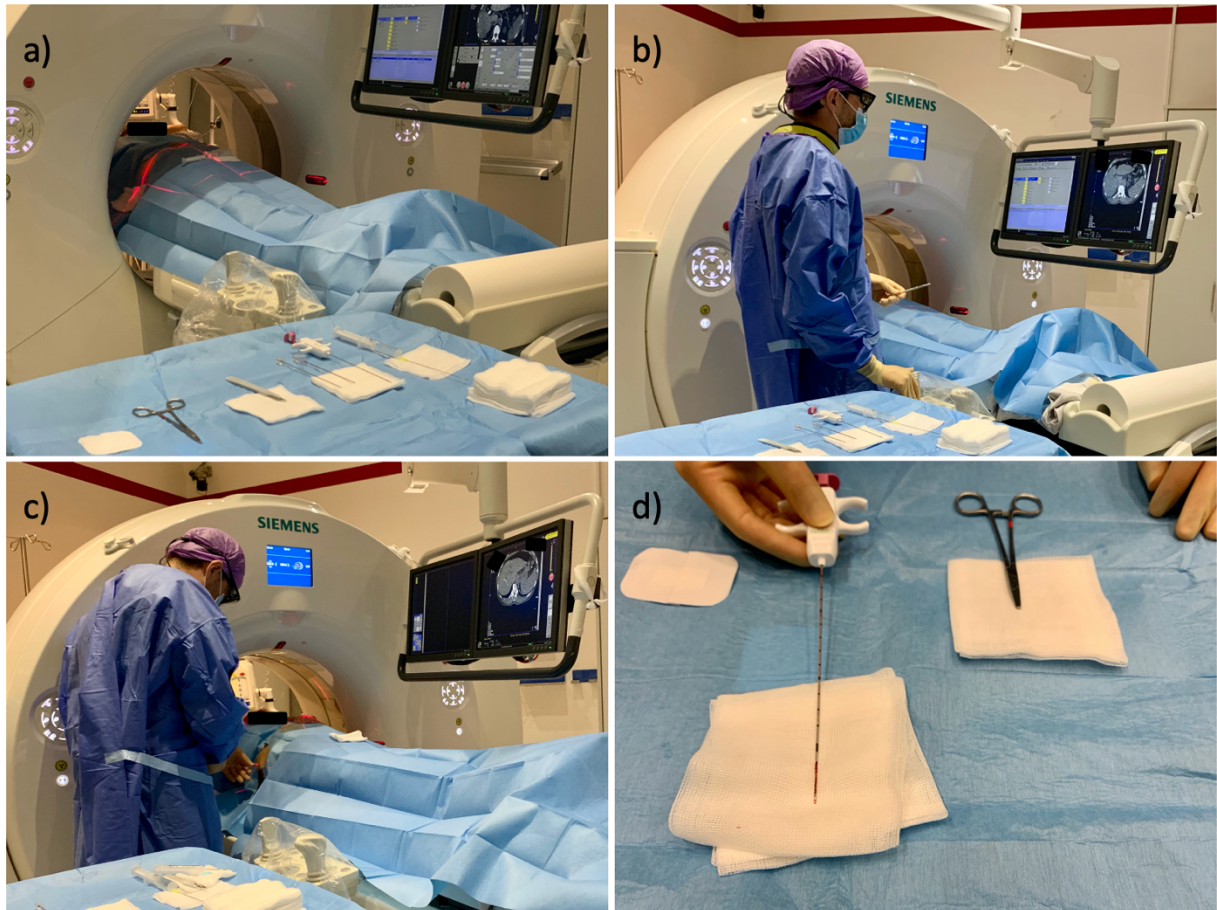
CT-Fluoroskopie-gesteuerte Biopsie einer Leberläsion.
